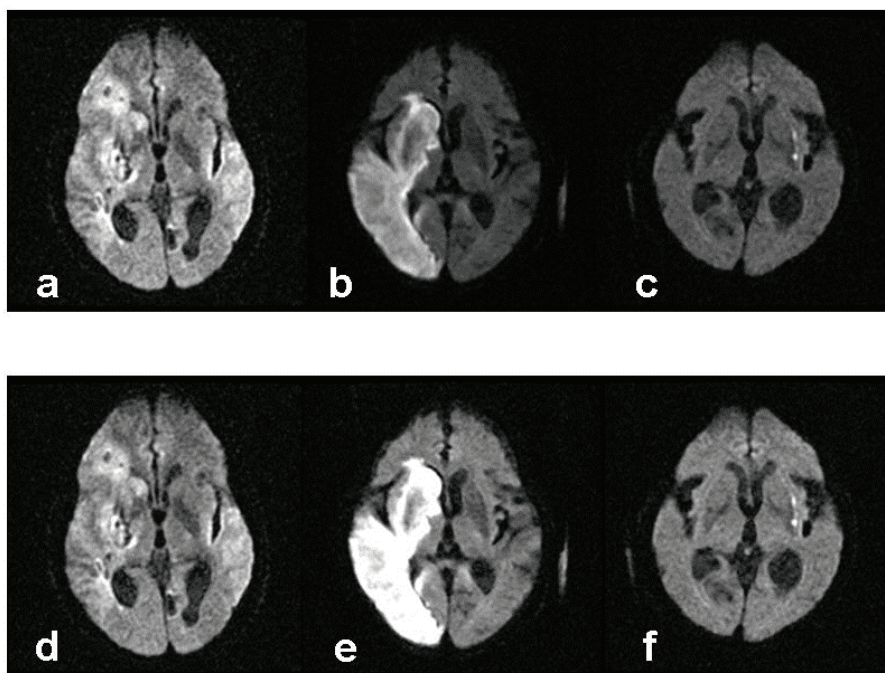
調節された脳 DWI の 3 症例 : (a), (b), (c) 手動方法, (d), (e), (f) 本自動方法.
